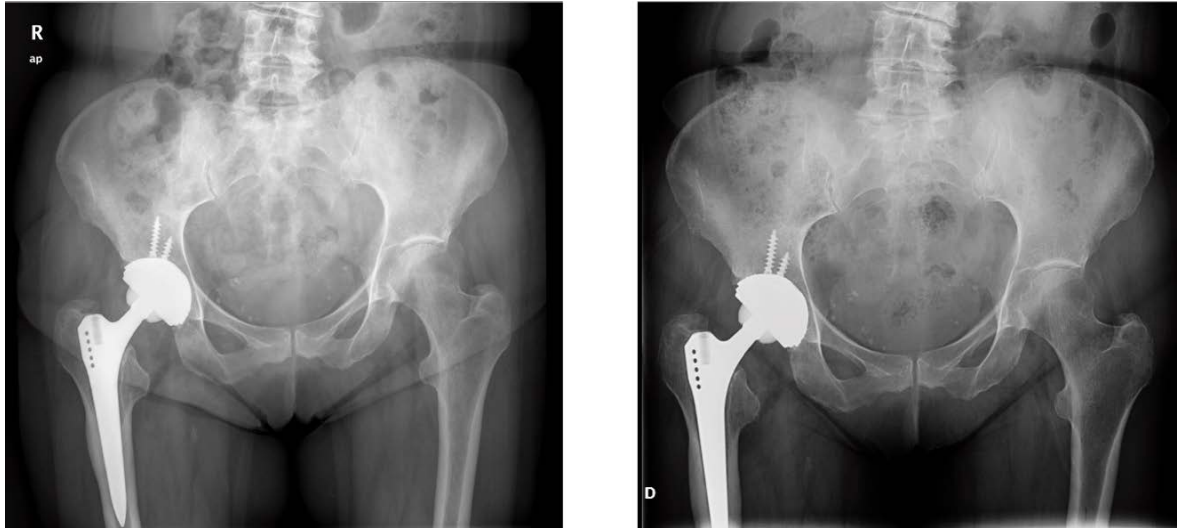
Quinta radiografía realizada el 30 de abril de 2014 a la izquierda. Sexta radiografía realizada el 18 de diciembre de 2019 a la derecha. [Fuente: Hospital Clínico San Carlos]
